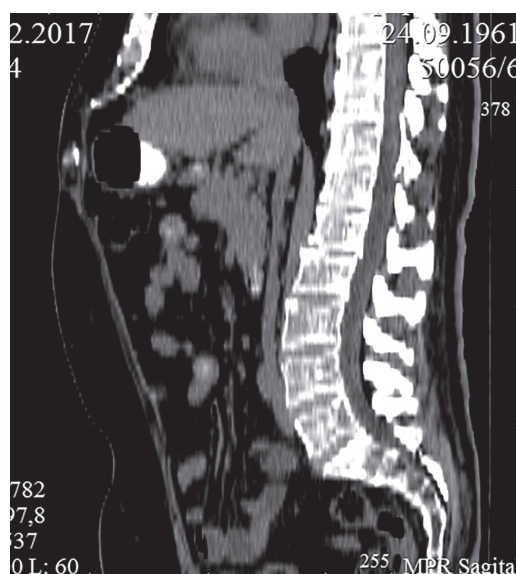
Контрольная КТ через 1 год после оперативного вмешательства. Рецидива грыжи нет: а — аксиальный срез; б — сагиттальный срез
